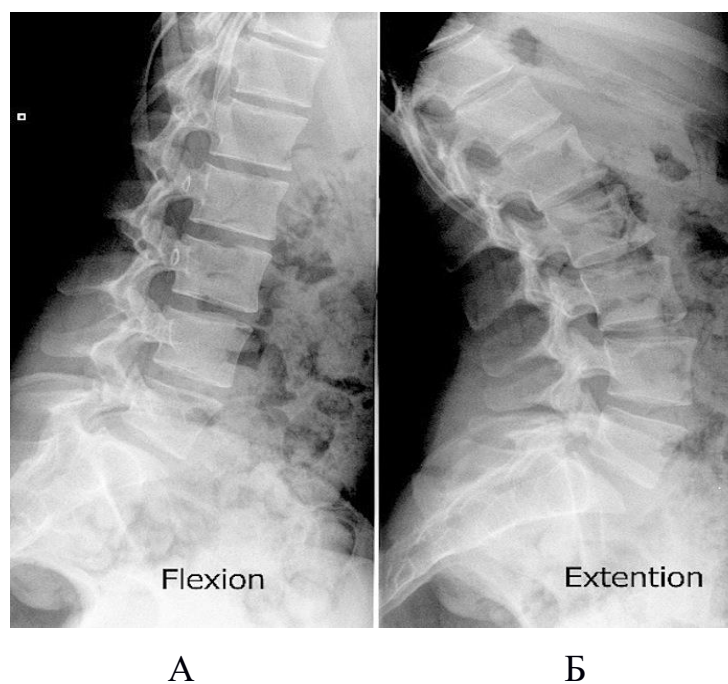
Рентгенограмма пояснично-крестцового отдела позвоночника с функциональными пробами (А-сгибание, Б- разгибание). Пациент Т., № и/б 29257,2019г. А - сгибание, Б - разгибание
